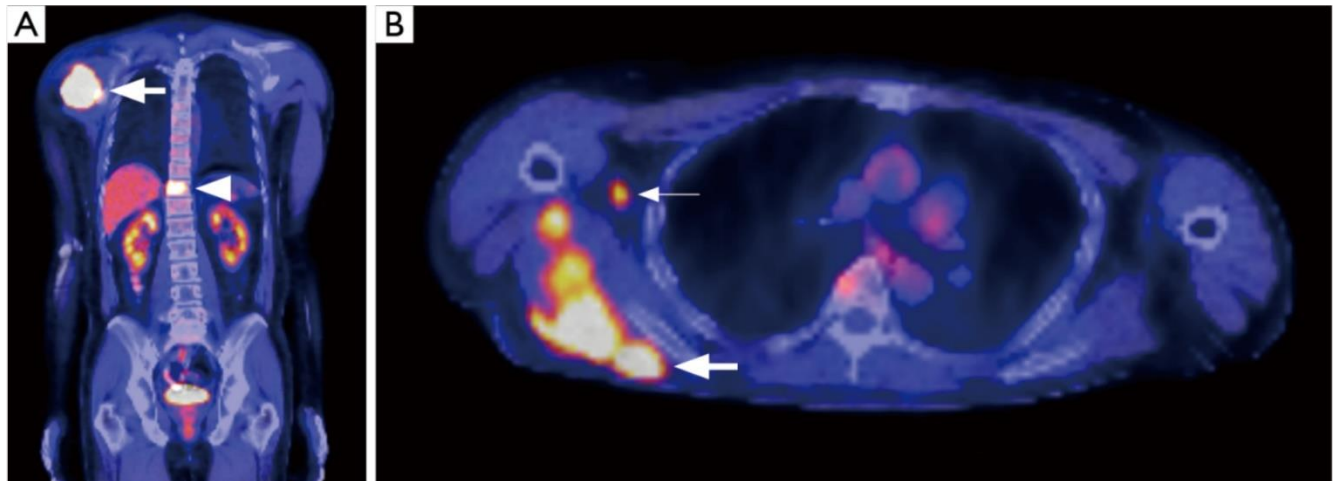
Les images TEP-TDM au ^{18}F -FDG d'un rhabdomyosarcome par scapulaire fusionnées en coupes coronale (A) et axiale (B), montrent une masse hypermétabolique à l'épaule droite (flèches épaisses.), une métastase rachidienne (pointe de flèche,) et une métastase ganglionnaire .(6)
